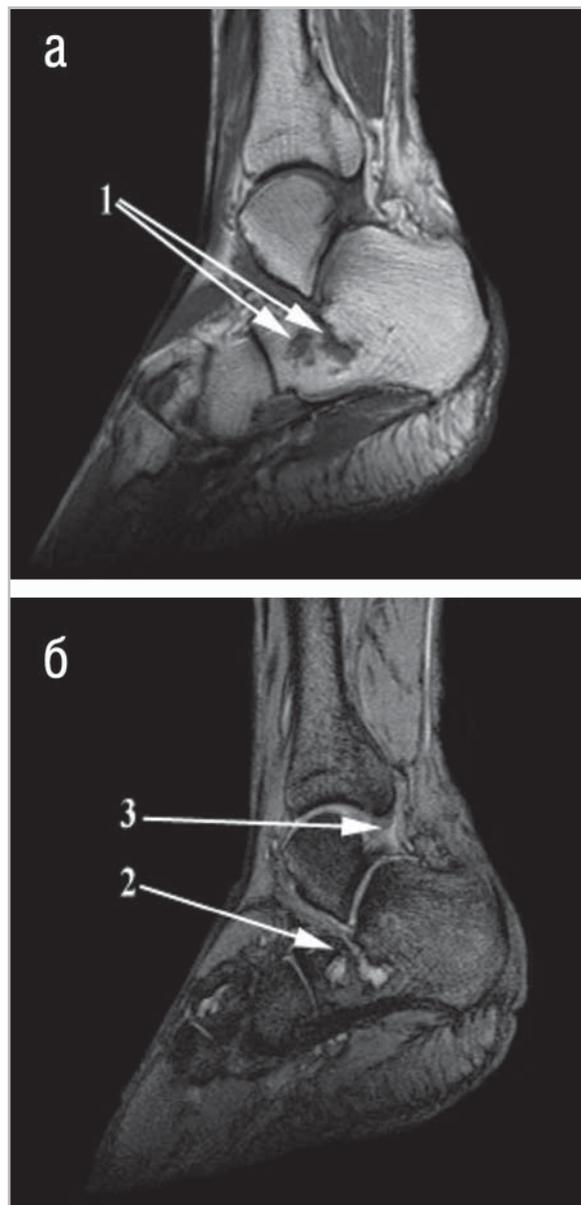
Магнитно-резонансная томограмма левого голеностопного сустава и стопы (на уровне таранной и пяточной костей) в сагиттальной проекции:
